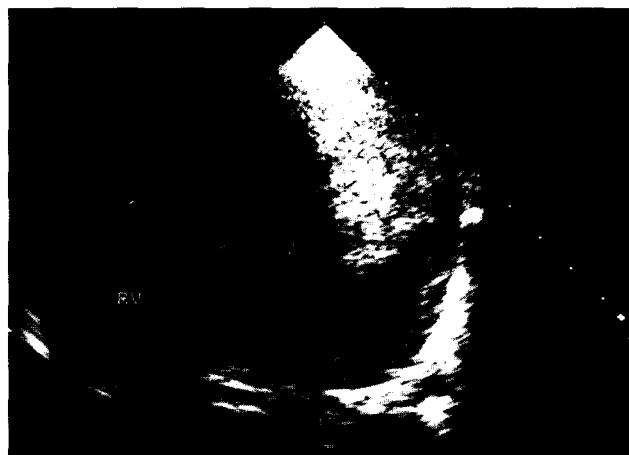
Preoperative 2-D Echocardiogram. Echogenic mass was noted at LV apex.
